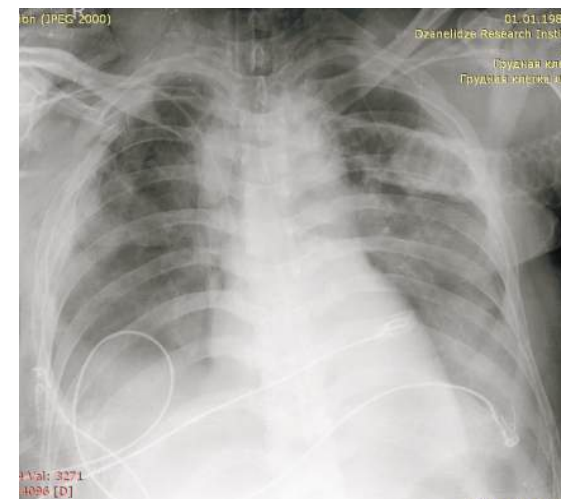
Обзорная рентгенограмма и МСКТ груди с внутривенным контрастированием: гематома средостения в результате разрыва перешейка аорты при закрытой травме груди
